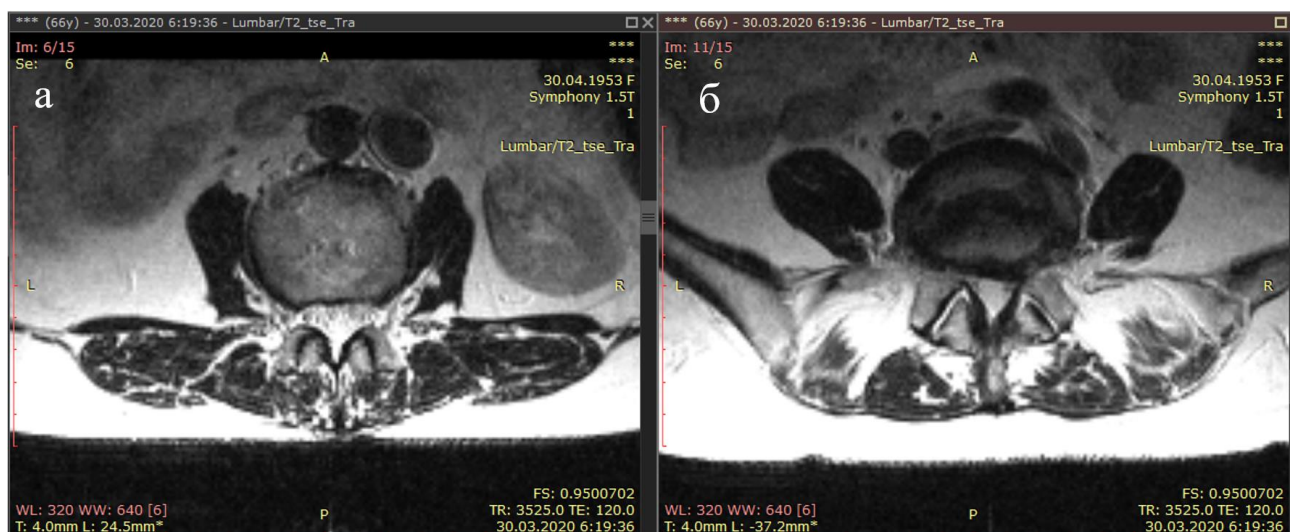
МРТ пояснично-крестцового отдела позвоночника пациентки Б., аксиальный срез (а – уровень L2-L3, б – уровень L4-L5)
